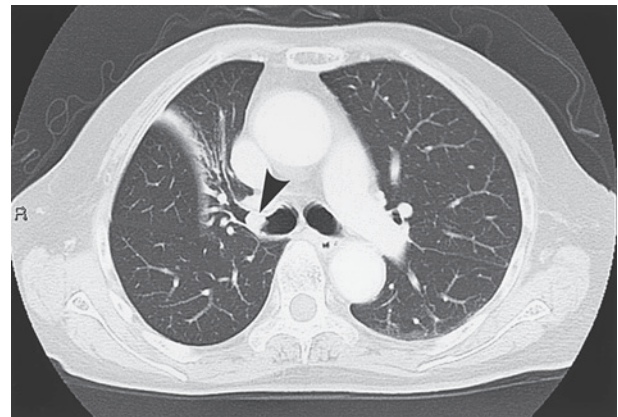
Chest CT scan shows partial atelectasis of the right S³ and a protruding tumor shadow (▲) in the right main bronchus.
